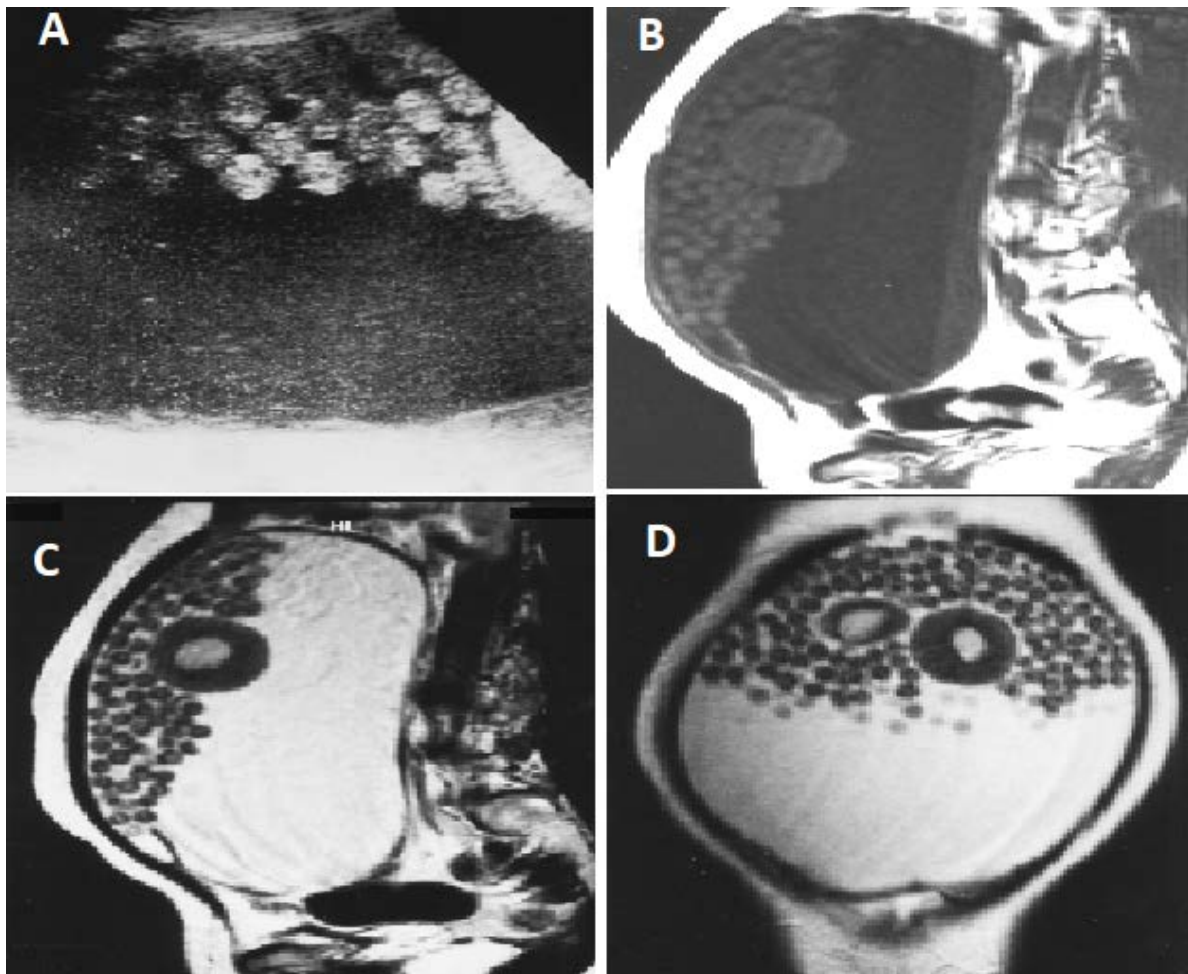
Tératome kystique mature chez une femme de 24 ans. A : Echographie montrant de multiples structures sphériques mobiles d'échogénicité croissante qui flotte dans la masse kystique. B : Coupe sagittale en pondération T1 montrant une masse kystique importante. Sphères environ de 1 cm de diamètre et plus large flottante dans la partie non dépendante de la masse kystique. La partie externe des structures sphériques est légèrement hyperintense au fluide, mais pas aussi hyperintense que la graisse sous-cutanée. Notez le niveau de débris de fluide dans la partie dépendante. Les images IRM en pondération T2 sagittale (C) et coronale (D) en pondération T2 montrent des sphères flottantes dans une grande masse kystique. La partie externe des structures sphériques est hypointense et le centre est relativement hyperintense. (81)
